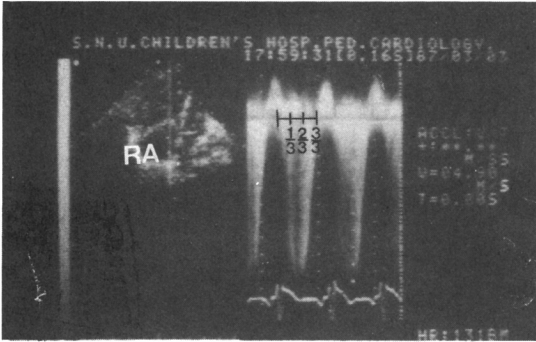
Continuous wave Doppler examination of tricuspid regurgitation shows regurgitant spectrum in pan systole.
